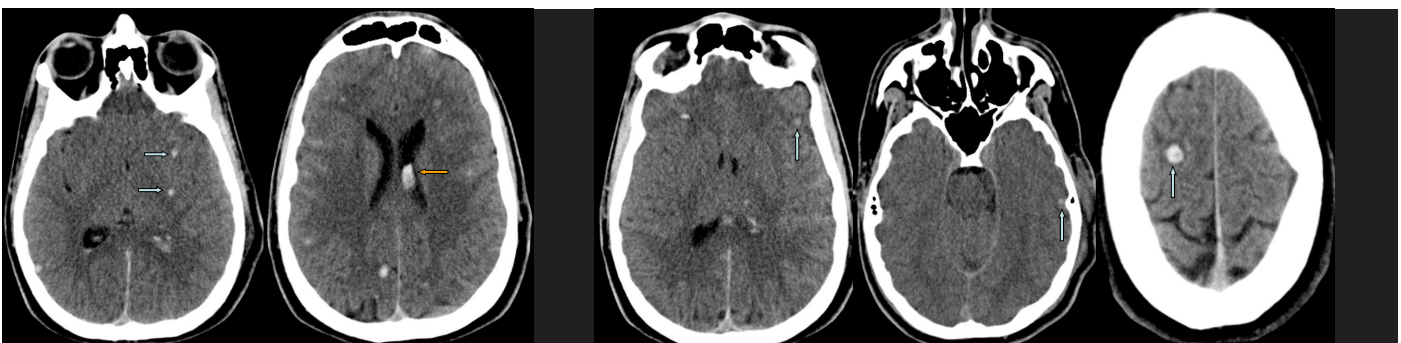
TC craneal sin contraste. Aparecen múltiples lesiones hiperdensas en la sustancia blanca subcortical (flechas azules) y en el cuerpo calloso (flecha naranja), que corresponden a una lesión axonal difusa
